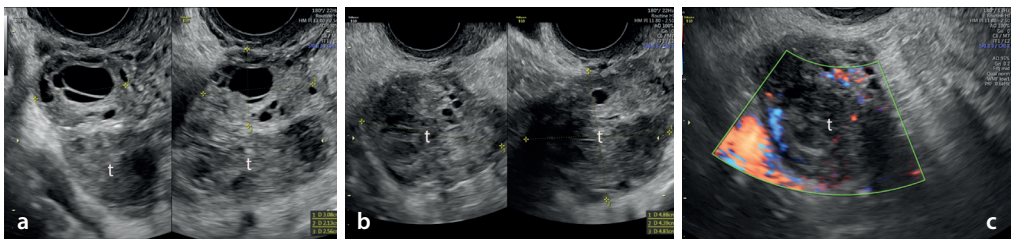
Tumoración o masa aneal compleja. a Adyacente al ovario derecho (entre cursores) se observa una imagen heterogénea (t). b Medición de la imagen aneal (t) en dos planos ortogonales. c Se aprecia mediante doppler color la presencia de vascularización periférica.
